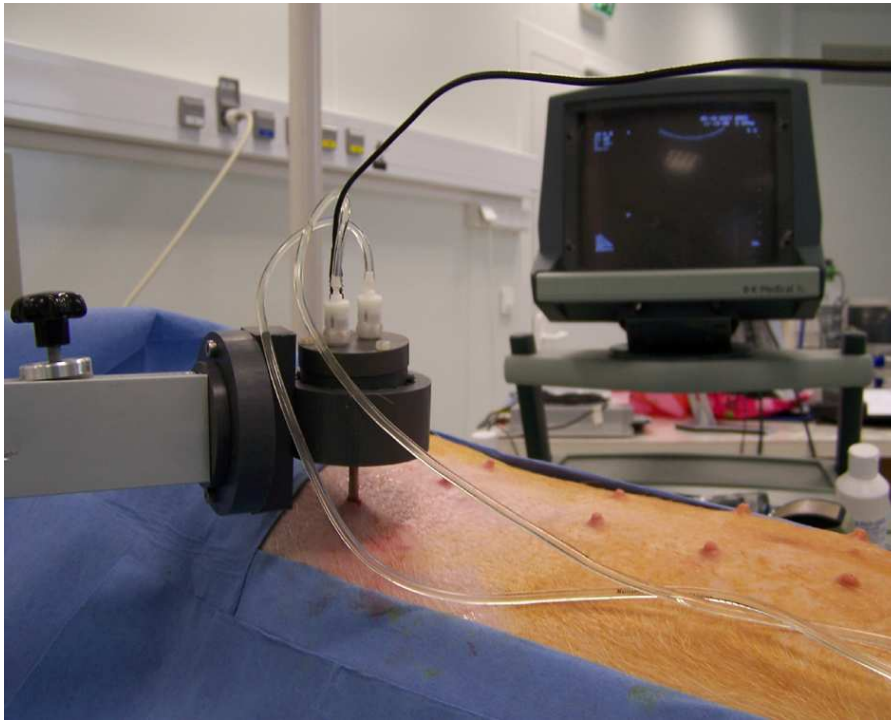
Montage expérimental avec l'applicateur ultrasonore interstitiel adapté sur son support gradué, une fois le transducteur inséré dans le foie de porc sous guidage échographique.
